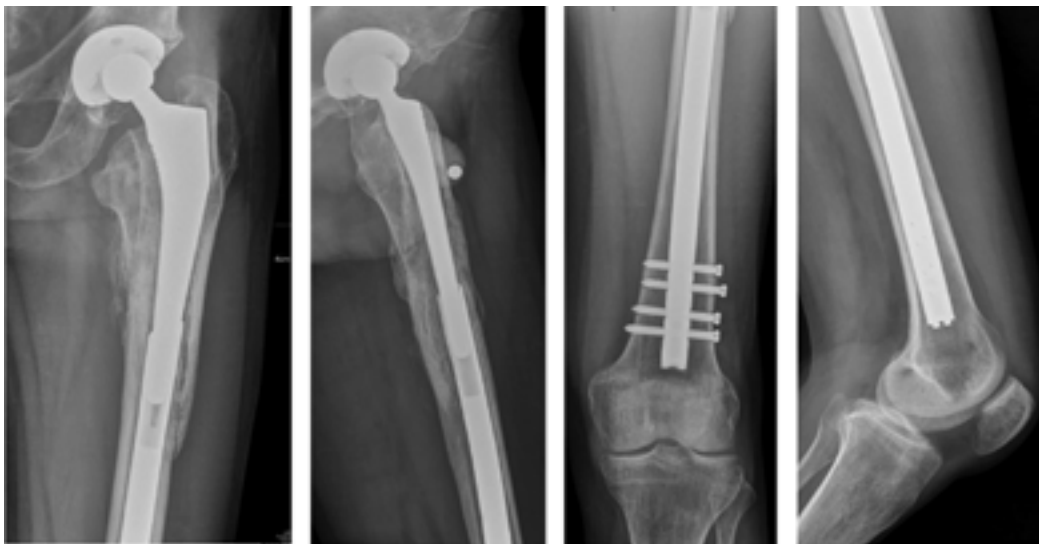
Рентгенограммы бедренной кости в стандартных проекциях в срок 2 месяца после оперативного лечения. Фиксация стабильна, имеются признаки костной пластики
